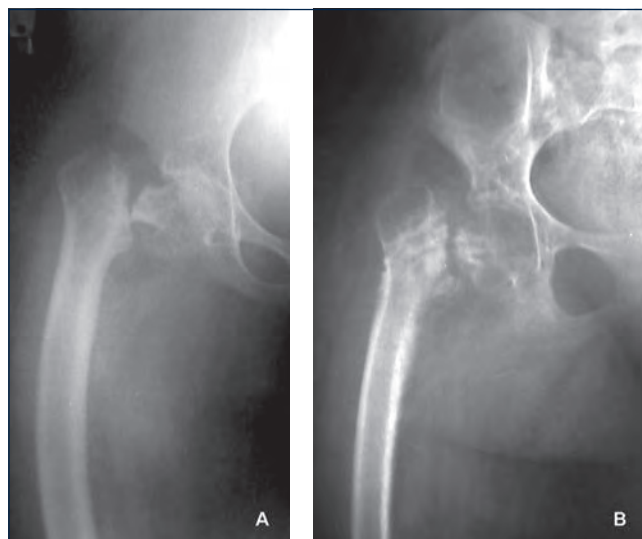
(a, b). Quadro radiografico dopo frattura del collo del femore trattato con osteosintesi minima (a). Quadro di pseudartrosi del collo con osteopenia dopo rimozione dei mezzi di sintesi (b).
